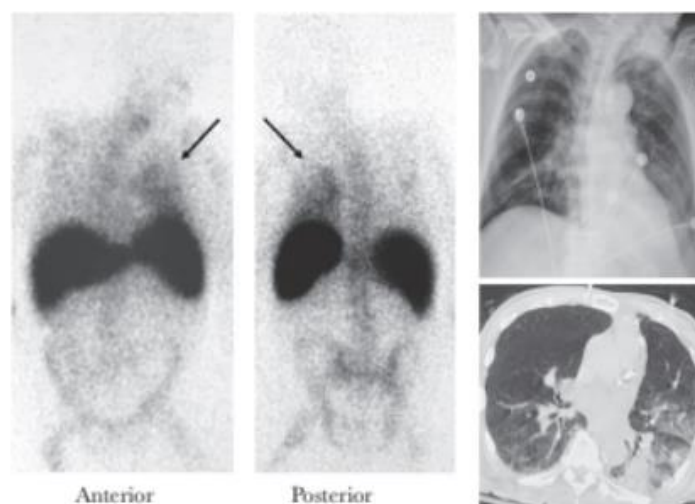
Estudio de gammagrafía con leucocitos marcados en paciente adulto. Proyecciones anterior y posterior que muestran foco neumónico pulmonar en el lóbulo inferior izquierdo. Placa de tórax realizada 24 horas antes (arriba derecha). Corte transversal de TC torácico realizado 72 horas después (abajo derecha). Los cultivos microbiológicos fueron positivos para SARM. Imagen tomada de Fisher, Drews y Palmer [18]
